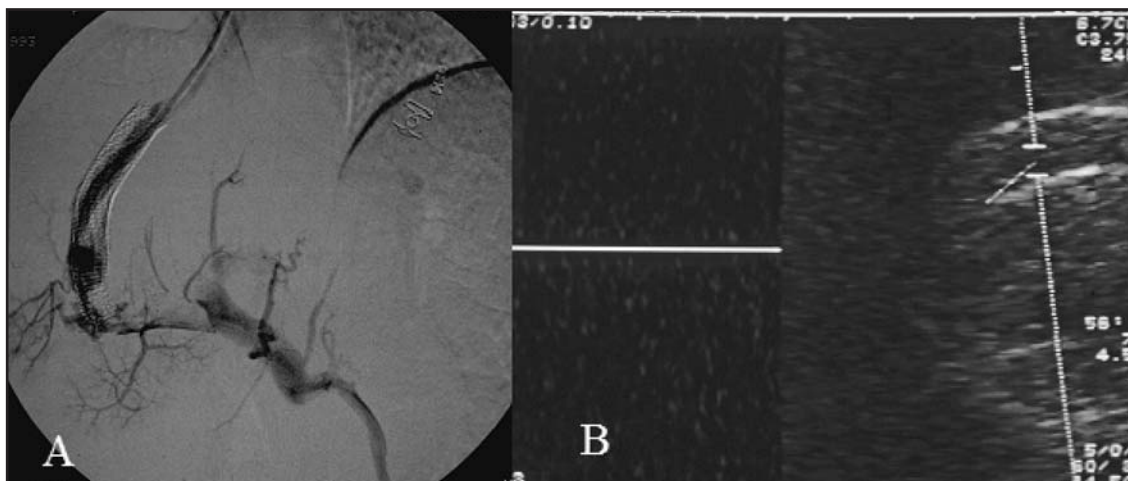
A) Comprobación angiográfica de trombosis de la rama derecha de la vena porta y shunt. B) Eco-Doppler sin registro de flujo intrastent
